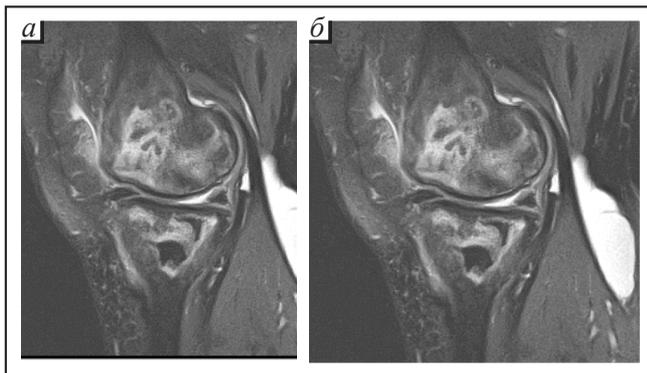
МРТ правого коленного сустава через 6 месяцев
